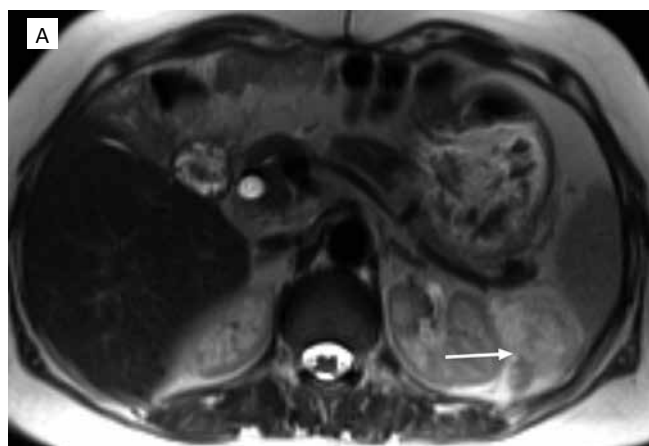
Аксиальные МР-томограммы абдоминальной области у женщины 65 лет с рецидивом ВЛС (склерозирующий вариант строения) через 11 мес после оперативного вмешательства; А — T_2 -ВИ: забрюшинно слева определяется узел с четкими контурами, неоднородной внутренней структурой в целом умеренно повышенной интенсивности (стрелка); Б — ДВ МРТ ($b = 800 \text{ с/мм}^2$): отмечается гиперинтенсивность узла (стрелка); В — ИКД-карты: измеряемый коэффициент диффузии со средним значением $1933 \times 10^{-6} \text{ мм}^2/\text{с}$ (стрелка)
